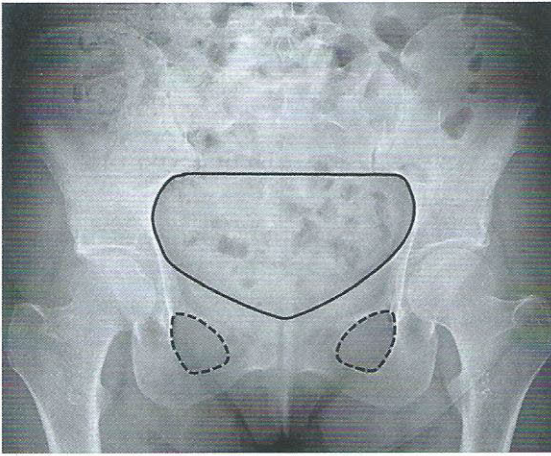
Radiographie du bassin de face
